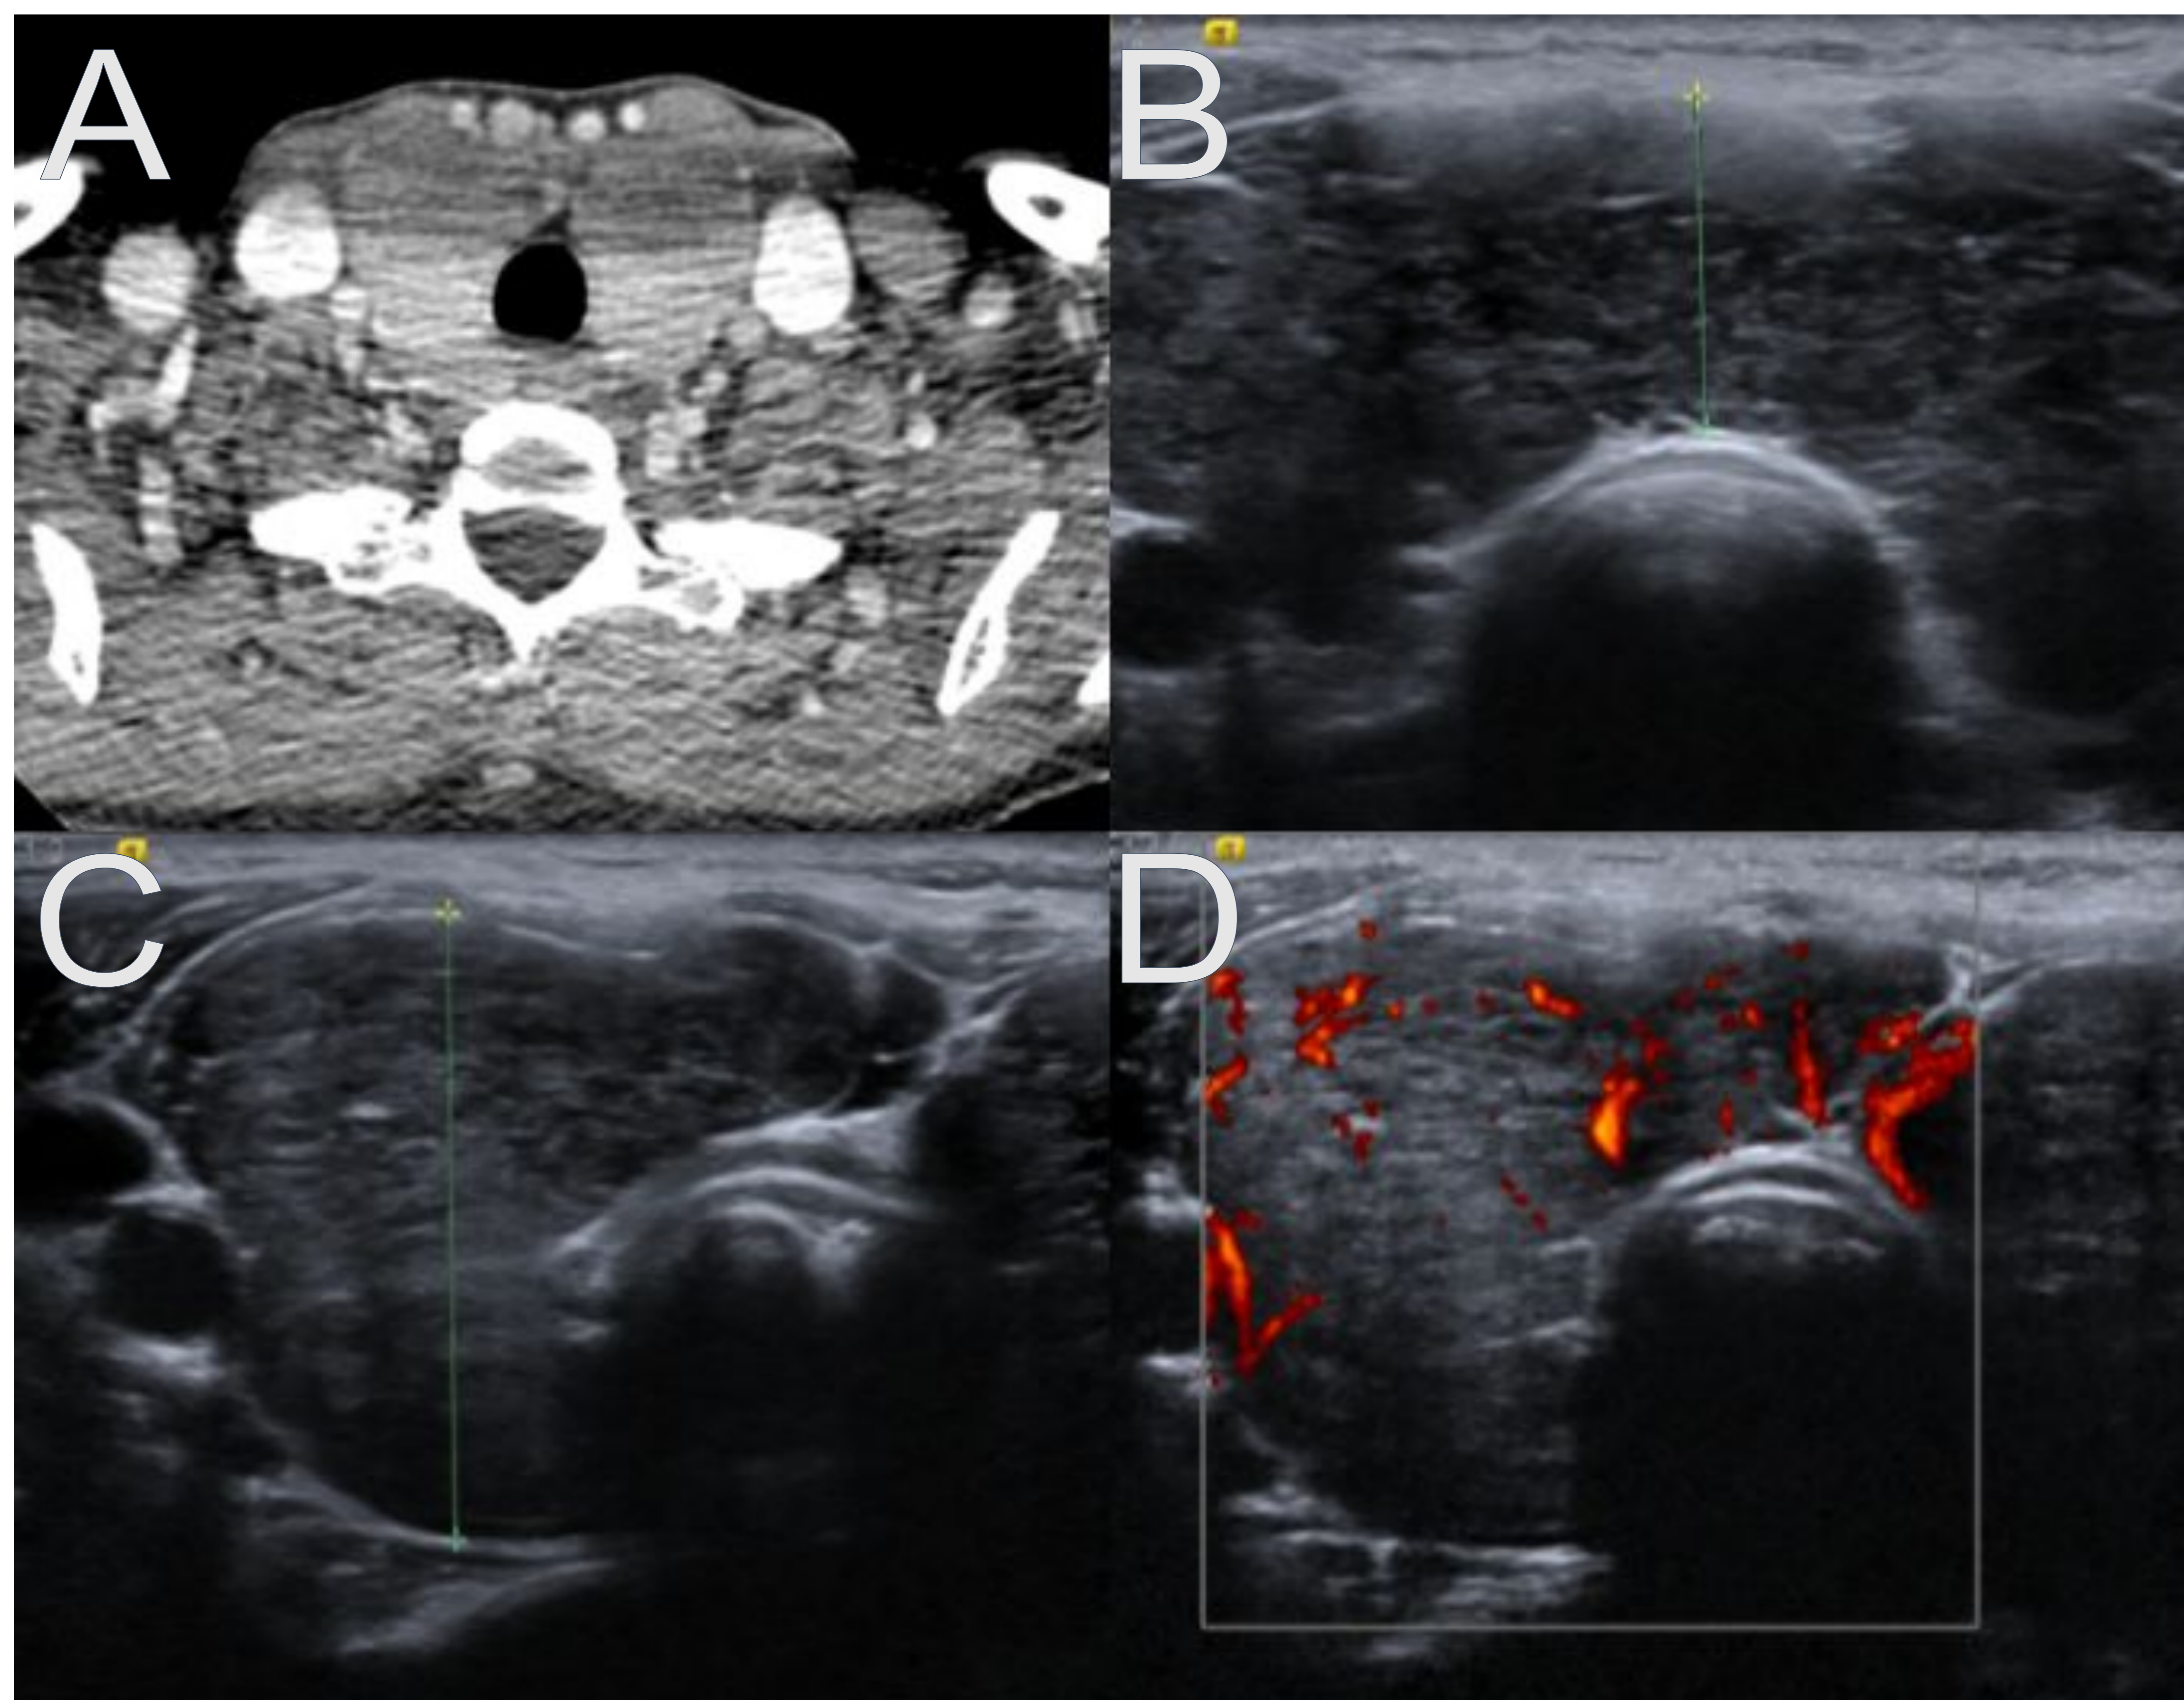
Linfoma de tiroides. A: corte axial de TC de cuello con contraste intravenoso en el que se aprecia un aumento de tamaño difuso de toda la glándula tiroides que no motiva estenosis de la tráquea, ni se introduce en el mediastino. Tampoco se observan adenopatías cervicales. B-D: imágenes de ecografía de tiroides en la que se pone de manifiesto una glándula marcadamente hipoecoica, desestructurada y con una vascularización en el estudio Doppler levemente aumentada. Ante la sospecha de linfoma tiroideo sobre tiroiditis de Hashimoto se realizó una biopsia con aguja gruesa ecoguiada, que confirmó este diagnóstico.
